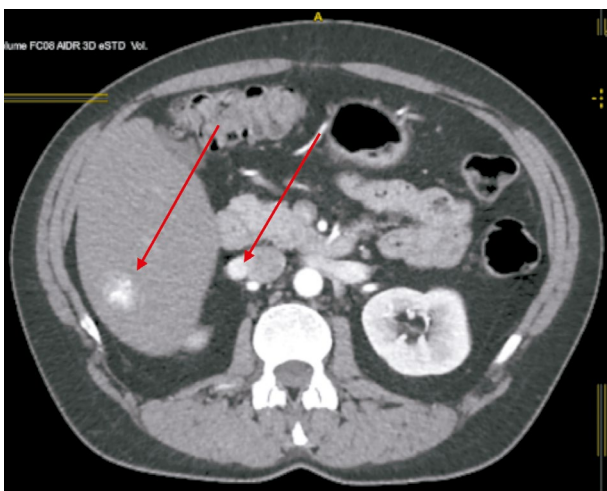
МСКТ. Стрелками указаны новообразования печени, измененные ЛУ ворот печени.
